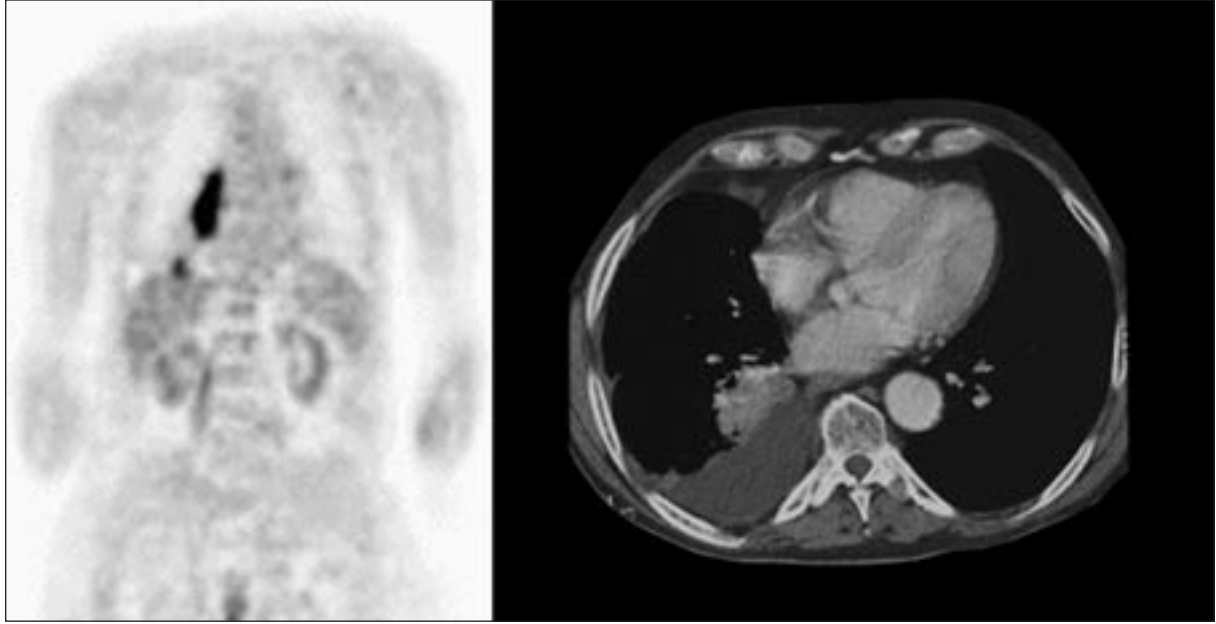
Altmışbir yaşında bayan hastada sağ akciğer alt lob posterobazalde tespit edilen nodül yoğun FDG tutarken (SUDmax= 5.6), aynı segmentteki diğer nodülde kayda değer FDG tutulumu izlenmemektedir.
